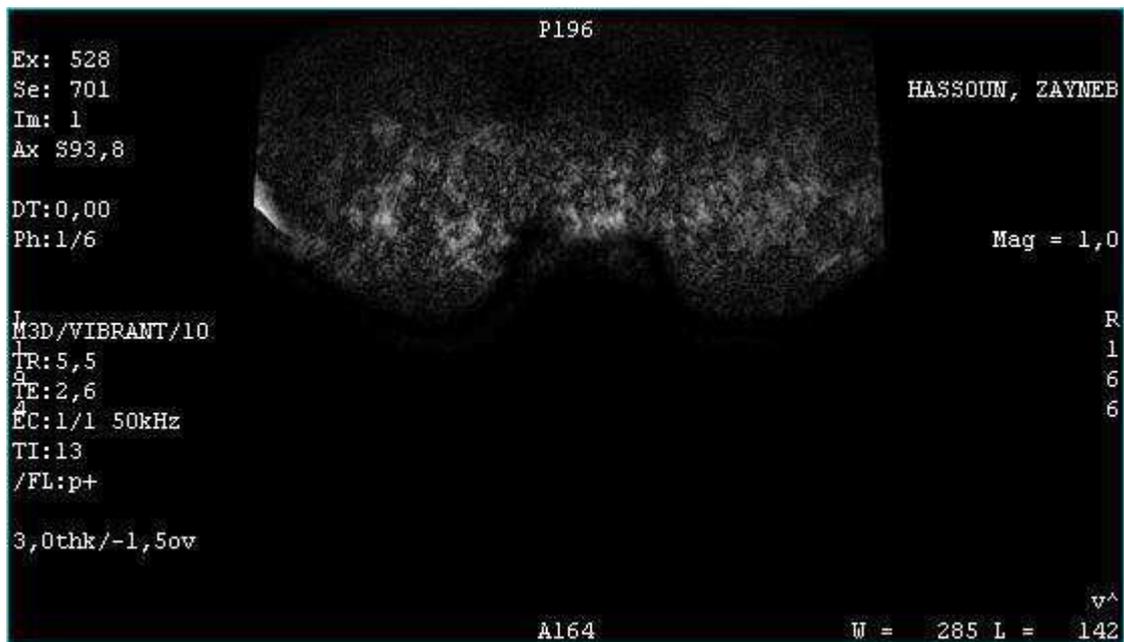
IRM mammaire du sein gauche en faveur d'une dilatation galactophorique localisée au niveau du QE en T1 et T2 mesurant 20 mm. (a) : hyposignal T1 (b) : hypersignal T2.
